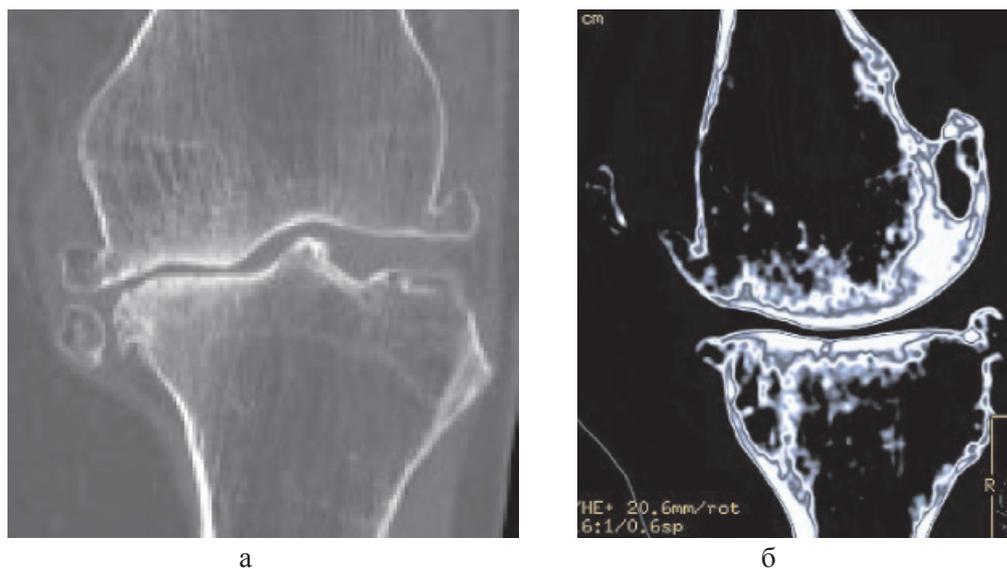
МСКТ коленного сустава больной Б., 70 лет. МРР во фронтальной плоскости (а); МРР в сагиттальной плоскости (б)
